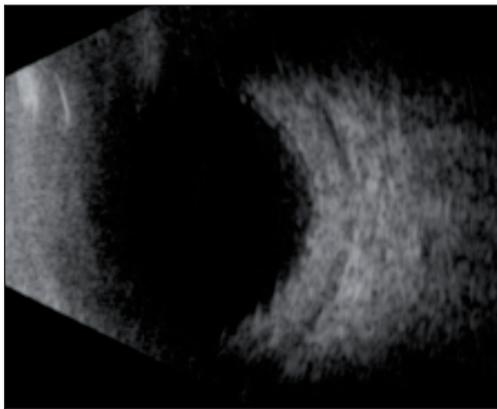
Échographie en mode B : épaississement choroidien et scléral typique de la nanophthalmie. On note également la lame de liquide dans l'espace suprachoroïdien.
